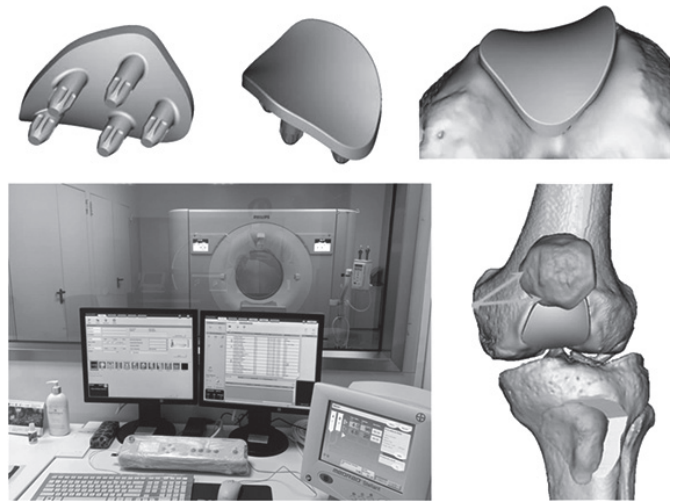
Analysis of the patient's CT data and evaluation of the new position of the patella
